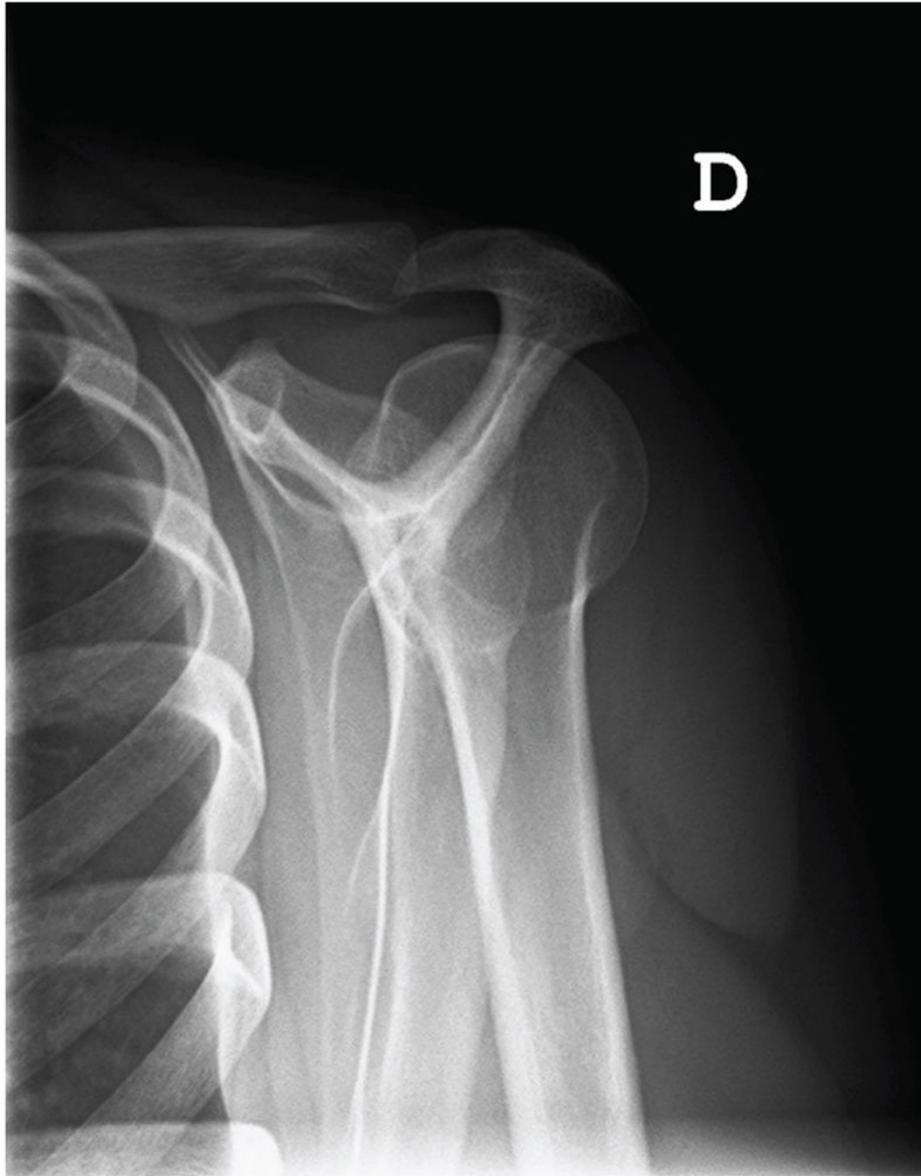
Radiografía de escápula en Y sin líneas de fractura.
